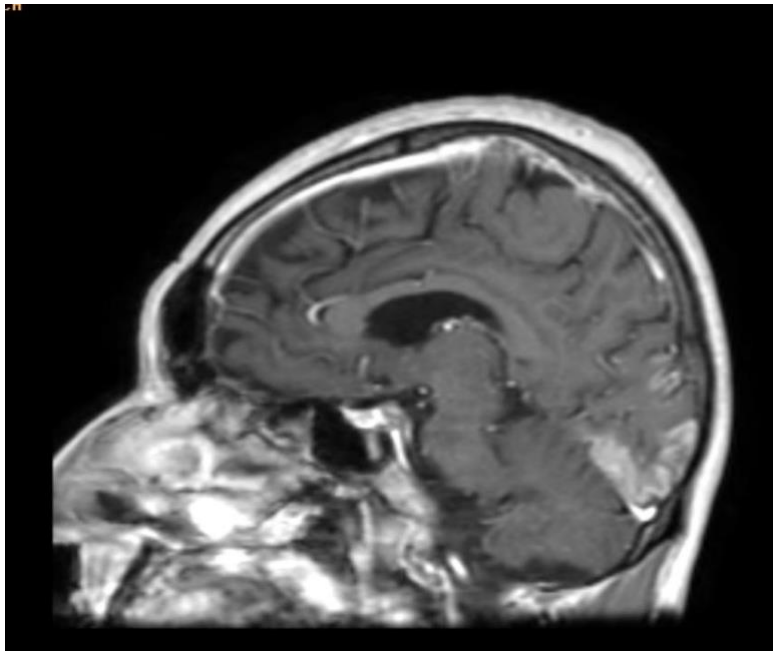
Магнитно-резонансная томография головного мозга пациента М.
